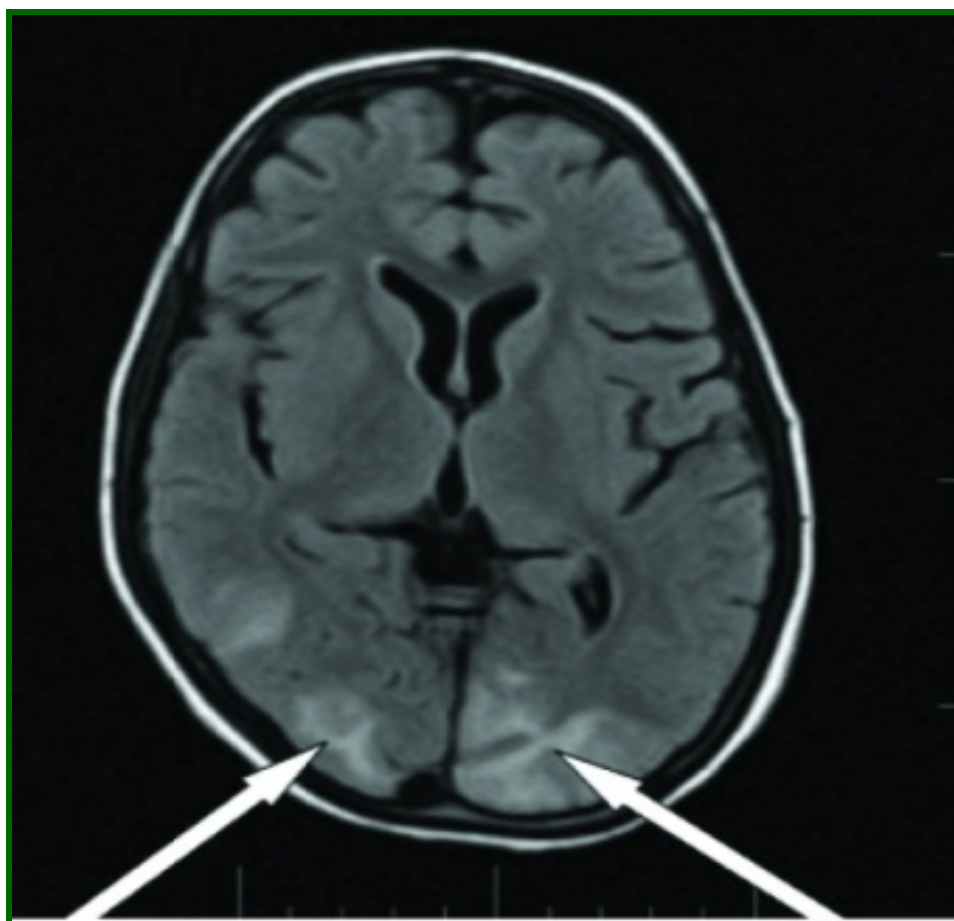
IRM séquence FLAIR montrant des hypersignaux intéressant la substance blanche profonde ainsi que les lobes pariéto-occipitaux bilatéraux [38].
